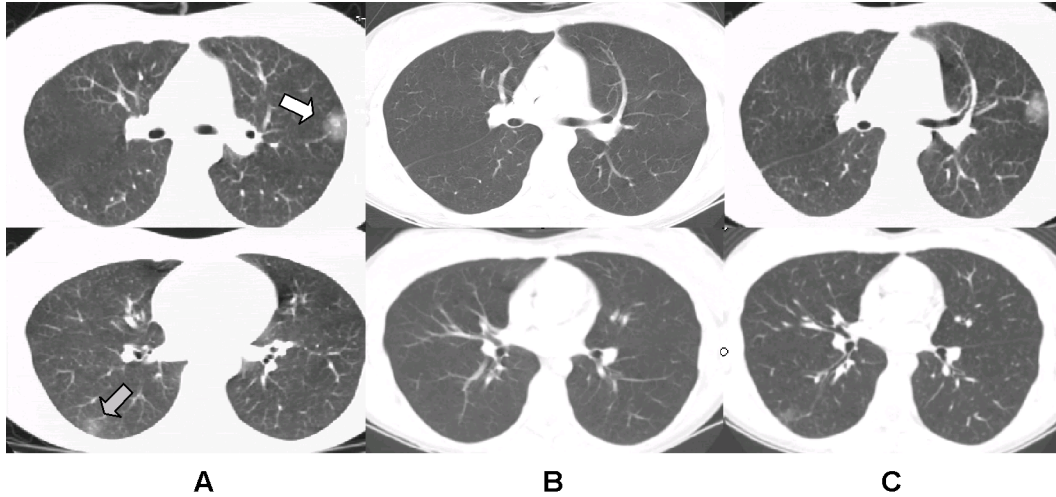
A. Chest CT scan obtained during the patient's menstrual period shows ground glass opacities at anterior segment of the left upper lobe (white arrow) and superior segment of the left lower lobe (gray arrow). B. Chest CT obtained during the intermenstrual period shows normal finding. C. The finding of chest CT obtained again during the menstrual period was similar to Figure 1A.
